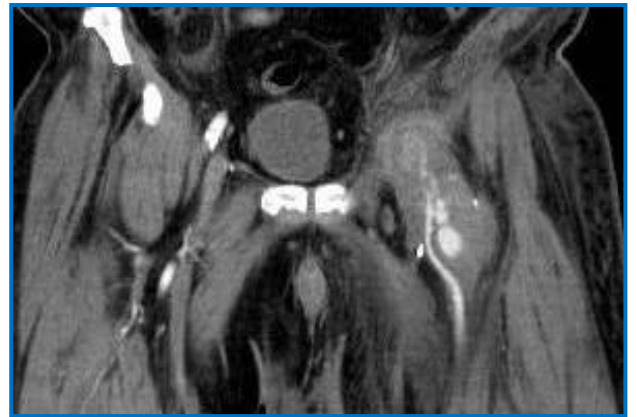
Femenina de 54 años que acude al servicio de urgencias posterior a punción femoral. Antecedente de tabaquismo crónico y anticoagulación. Angiotomografía en corte sagital y coronal, donde se identifica colección de densidad hemática (>5 cm) adyacente a región inguinal izquierda. Se identifica pseudoaneurisma lobulado (flecha) dependiente de la Arteria femoral superficial tercio proximal. La paciente fue intervenida quirúrgicamente.
